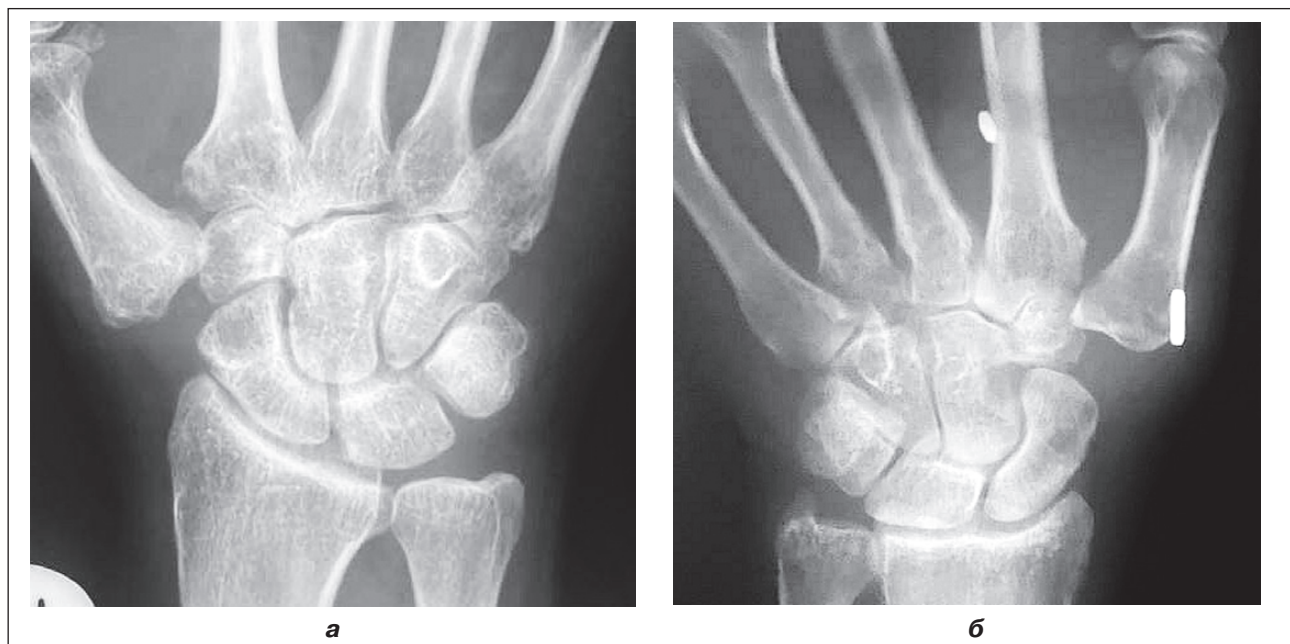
Фотовідбитки рентгенограм у прямій проєкції у пацієнтів, оперованих з приводу ризартрозу: а — за методикою трапезектомії з пластиною зв'язкового апарату суглоба з використанням смуги сухожилка променевого згинача; б — з використанням Arthrex CMC minithight rope system
